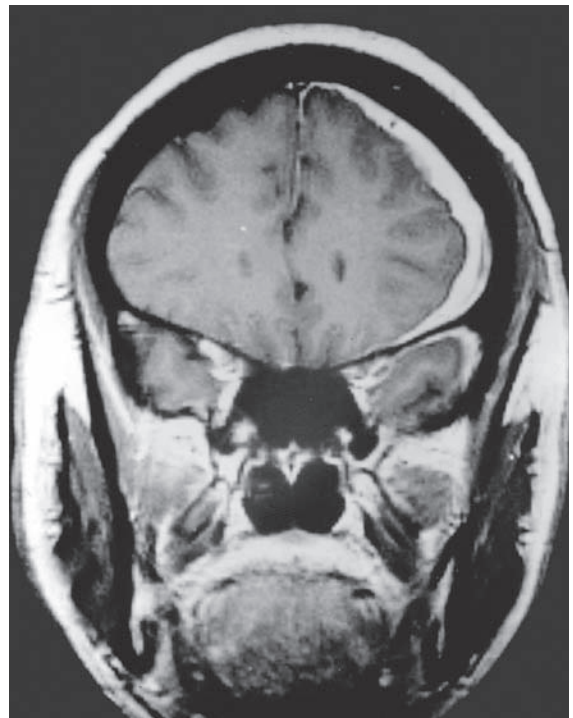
Imagen por resonancia magnética que muestra una masa dural aumentada en las convexidades cerebrales izquierdas del lóbulo frontal dorsolateral, que generó cambios de personalidad en una paciente (Mendez y Zander, 1992).
